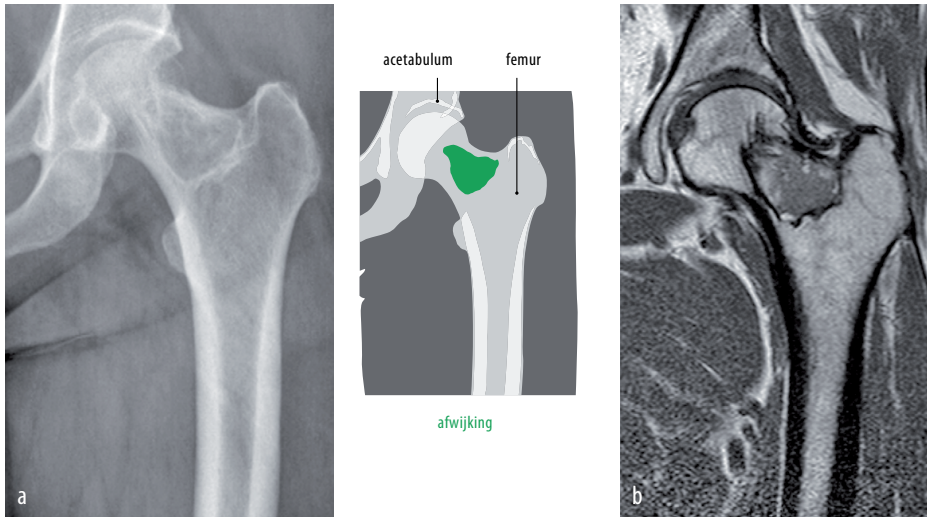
(a) Anterieur-posterieure rontgenfoto van het proximale deel van het linker femur van patient A, met een scherp en sclerotisch begrensde lucente afwijking met een matglasaspect in het collum femoris. (b) Coronale T1-gewogen MRI-scan toont een afwijking in het femur zonder deformatie, corticale aantasting of uitbreiding naar de weke delen.
